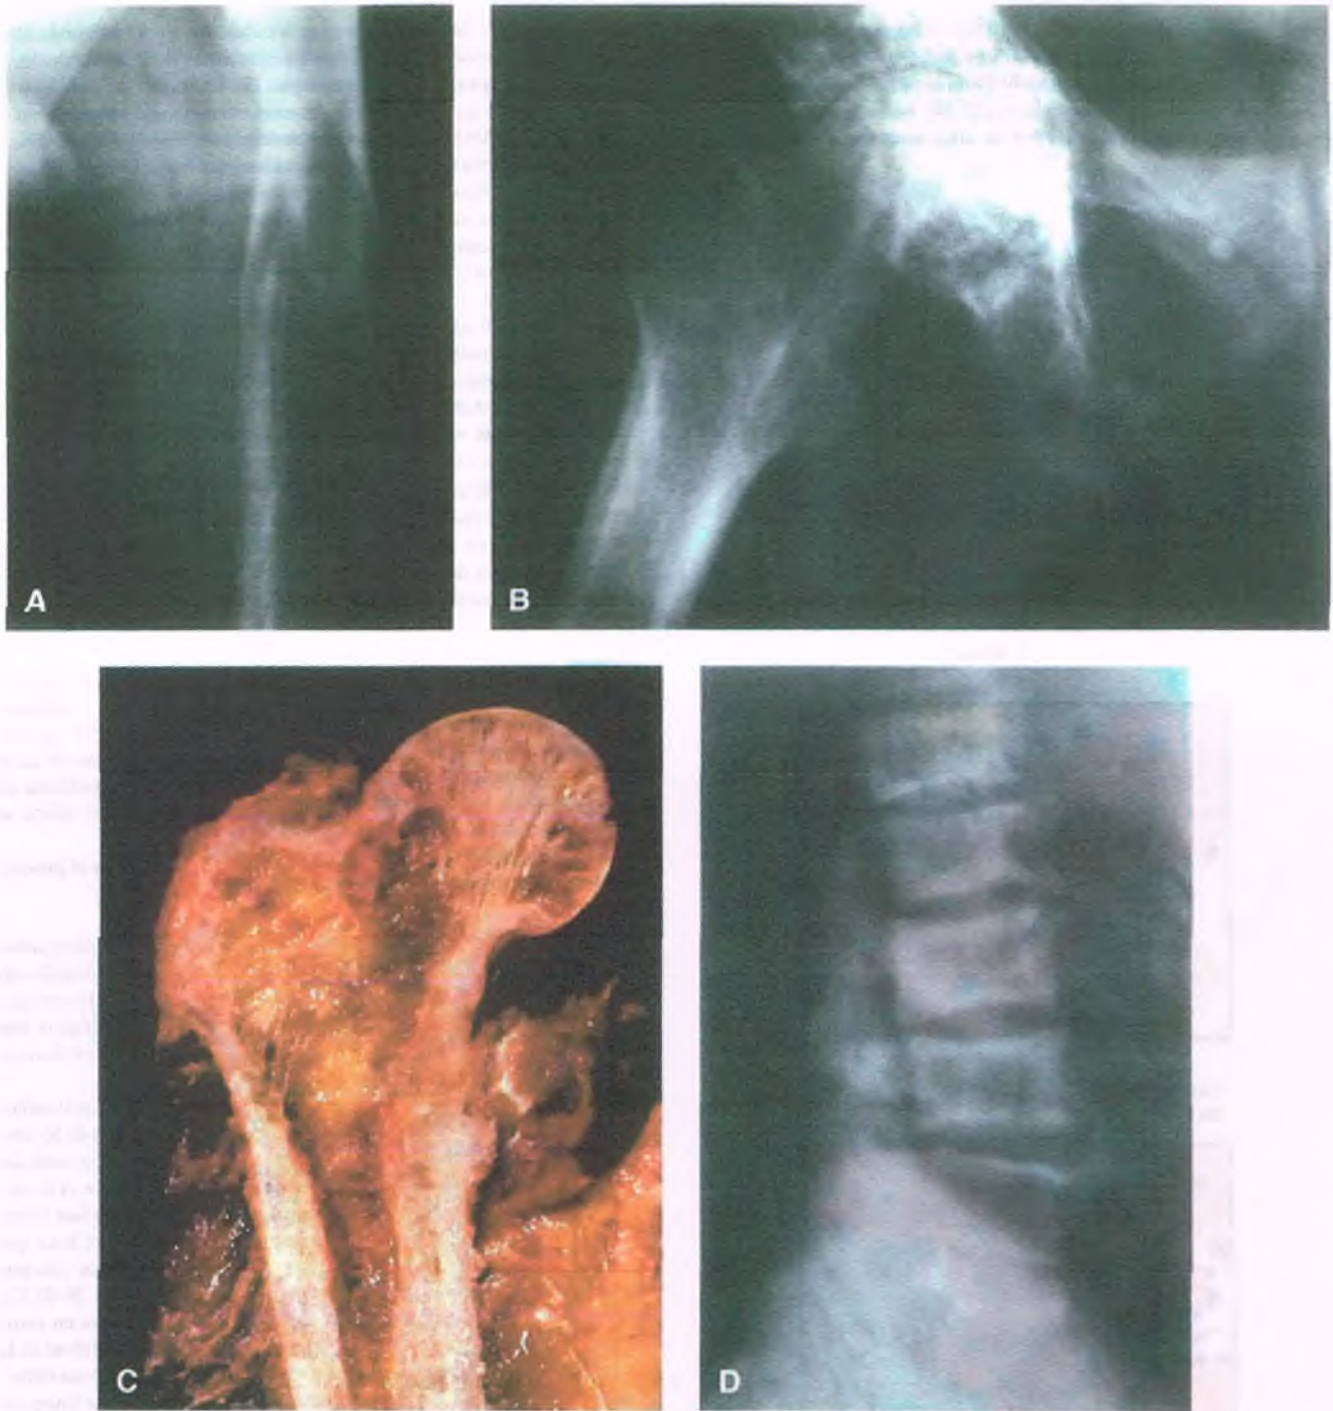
Enfermedad de Paget. A. Radiografía de la enfermedad de Paget en etapa temprana en la que se observa la desaparición de la cortical, el aumento del diámetro de la diáfisis y una zona en forma de cuña que corresponde a una reabsorción cortical avanzada ("signo de la flama"). Proximal al borde de esta zona en cuña, el fémur tiene un aspecto completamente normal. B. Posteriormente, la enfermedad de Paget de la región proximal del fémur y la pelvis muestra desorganización de la cortical y trabéculas esponjosas irregulares. C. Muestra macroscópica de la porción proximal del fémur en la que se observa un engrosamiento de la cortical y abundantes trabéculas de la cabeza y el cuello del fémur. D. Enfermedad de Paget de la columna vertebral en la que se observa el acortamiento y el ensanchamiento de los cuerpos vertebrales lumbares. El engrosamiento de la cortical y las placas terminales de las vértebras dan lugar al llamado signo de "cuadros enmarcados".
